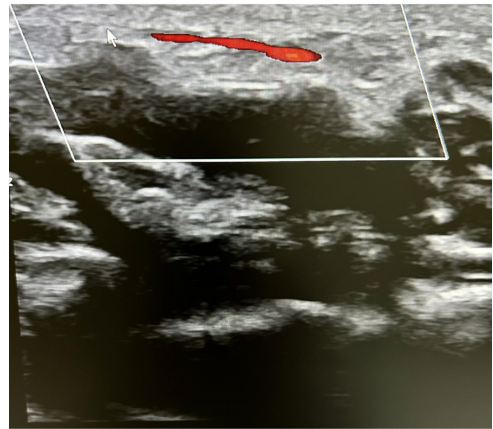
Perviedade do arco palmar superficial ao eco-Doppler colorido.
